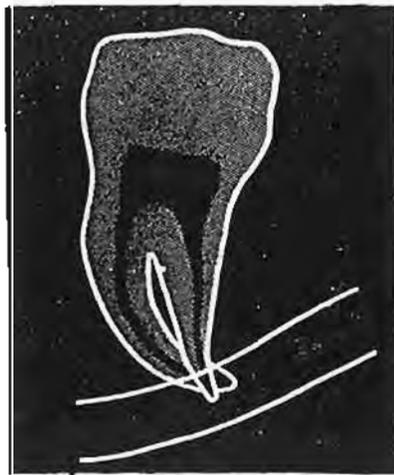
Immagine radiografica di radici oscurate .
